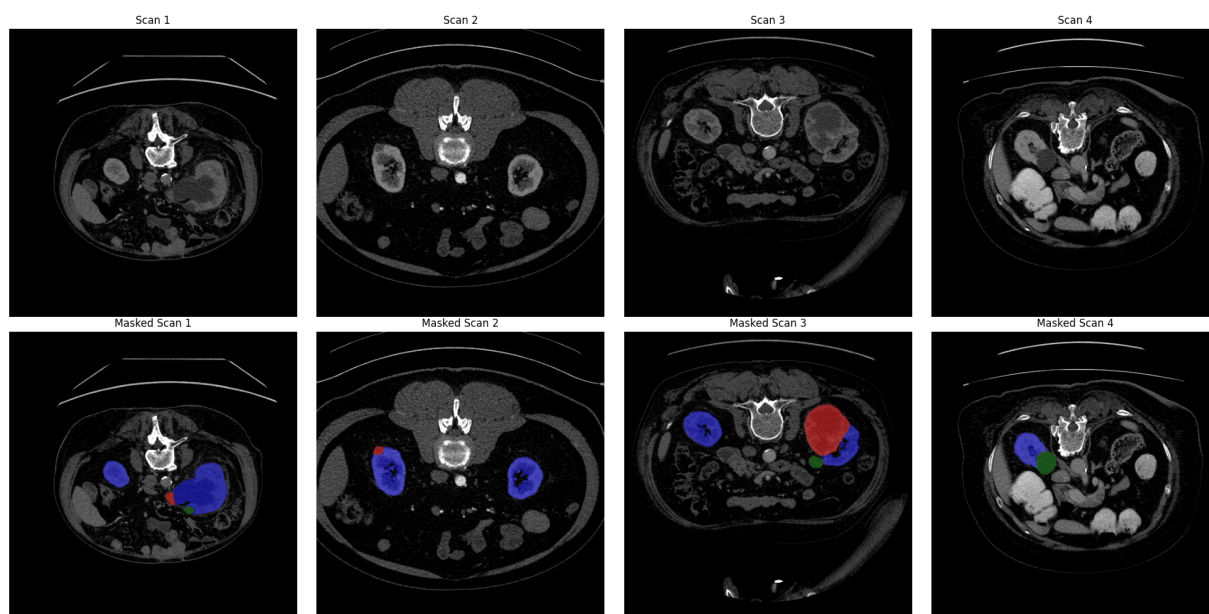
Приклади зрізів КТ–сканів з різних джерел ниркової вибірки у першому ряду; у другому ряду – візуалізація масок нирок (синій), злоякісних утворів (червоний) та доброякісних утворів (зелений).
